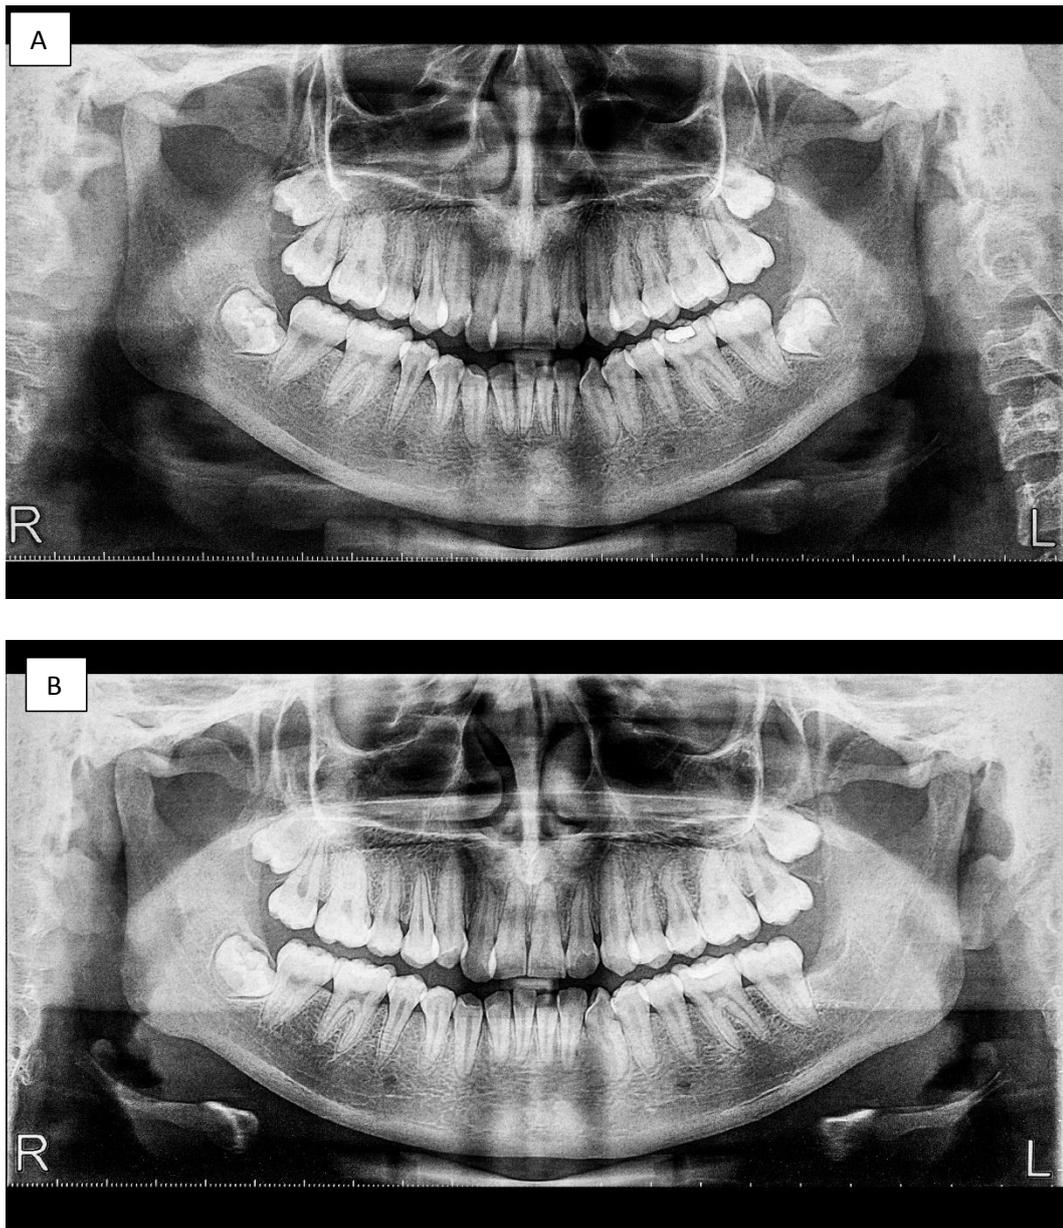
Radiografías panorámicas. (A) Previa al primer tiempo quirúrgico. (B) Previa al segundo tiempo quirúrgico. Fuente: Boris Chávez
